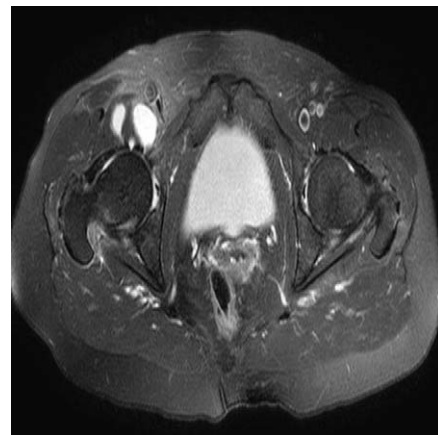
Coxarthrose droite. IRM. Coupe axiale T2. Volumineux épanchement dans la bourse du tendon du psoas.
